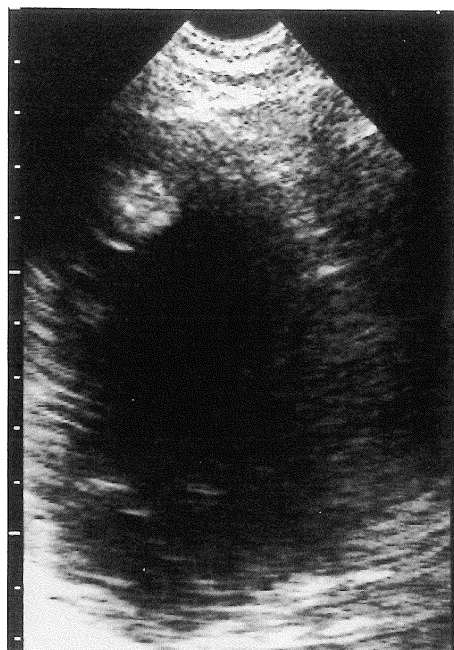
Transthoracic echocardiogram of the left ventricle in long axis view. A round echogenic mass suggesting a thrombus was clearly observed at left ventricular apex.
